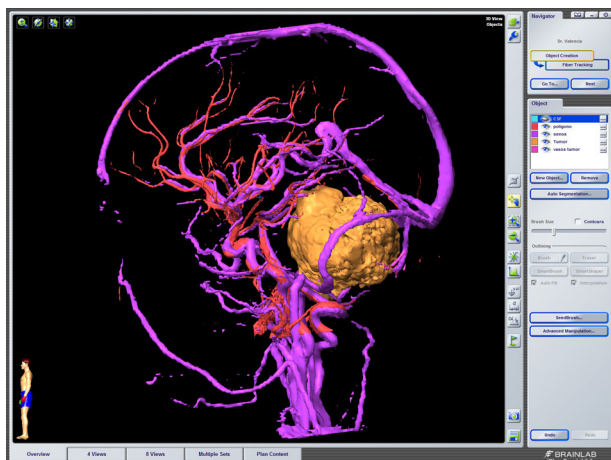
Igual imagen a la anterior en la que se ha sustraído la RM tridimensional.
